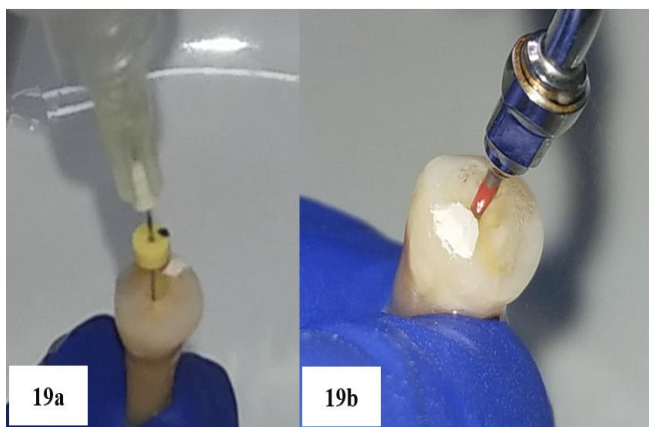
(19a) Llenado del conducto con EDTA 17% - (19b) Activación Ultrasonica con la lima #25 NITI.
